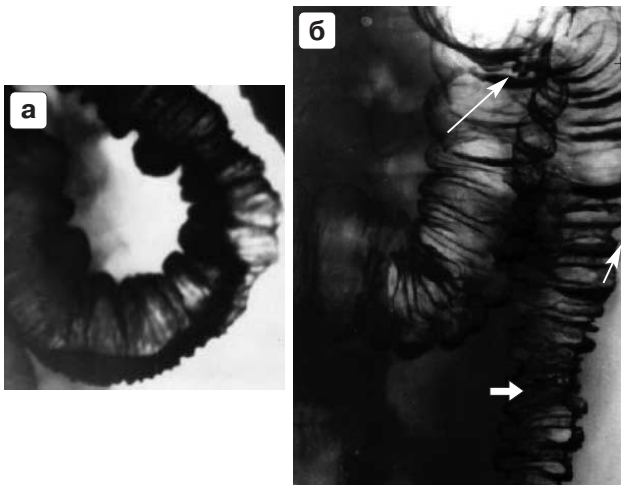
а — фрагмент рентгенограммы восходящей кишки. Сужение просвета кишки за счет спазма. Симптом «воротничка» отсутствует. б — тот же больной. При добавлении небольшого количества воздуха спазм расправился.
